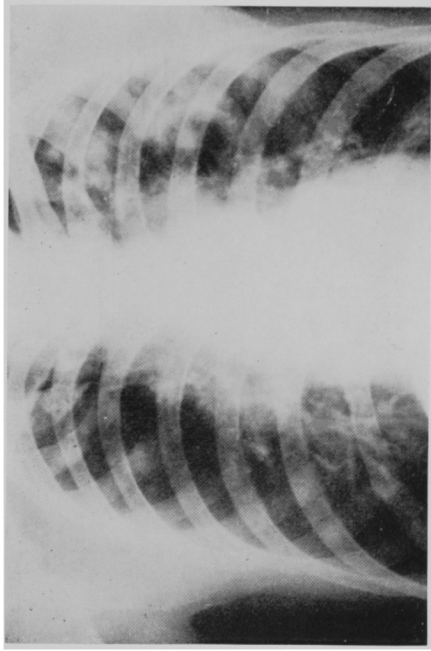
Roentgenogram at admission (29, V, 1966)
